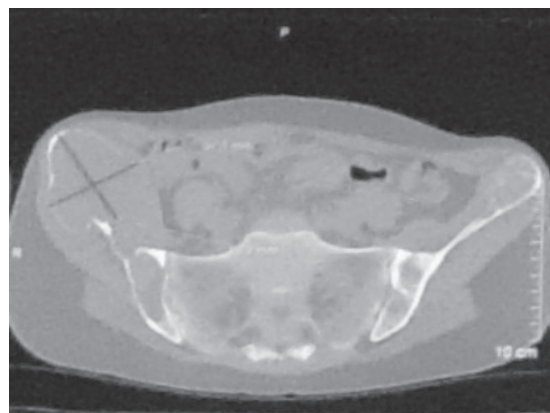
Компьютерная томограмма костей таза больной Я. на одном из срезов (полифокальное очаговое поражение костей таза)
